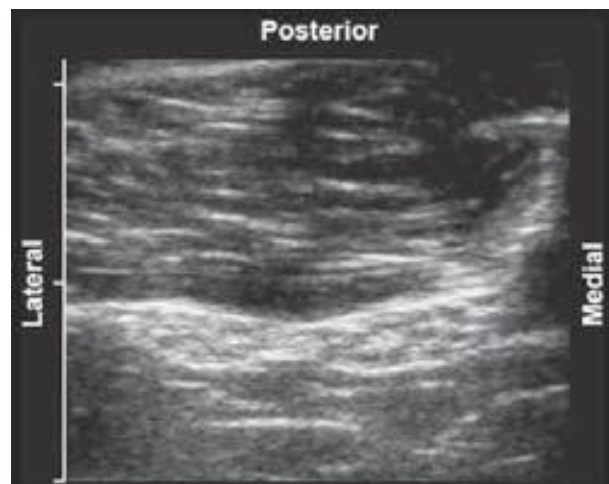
Ecotextura fascicular de nervios periféricos. En esta ecografía del muslo se observan las ecotexturas fasciculadas de los nervios peroneo común (lateral) y tibial (medial).
